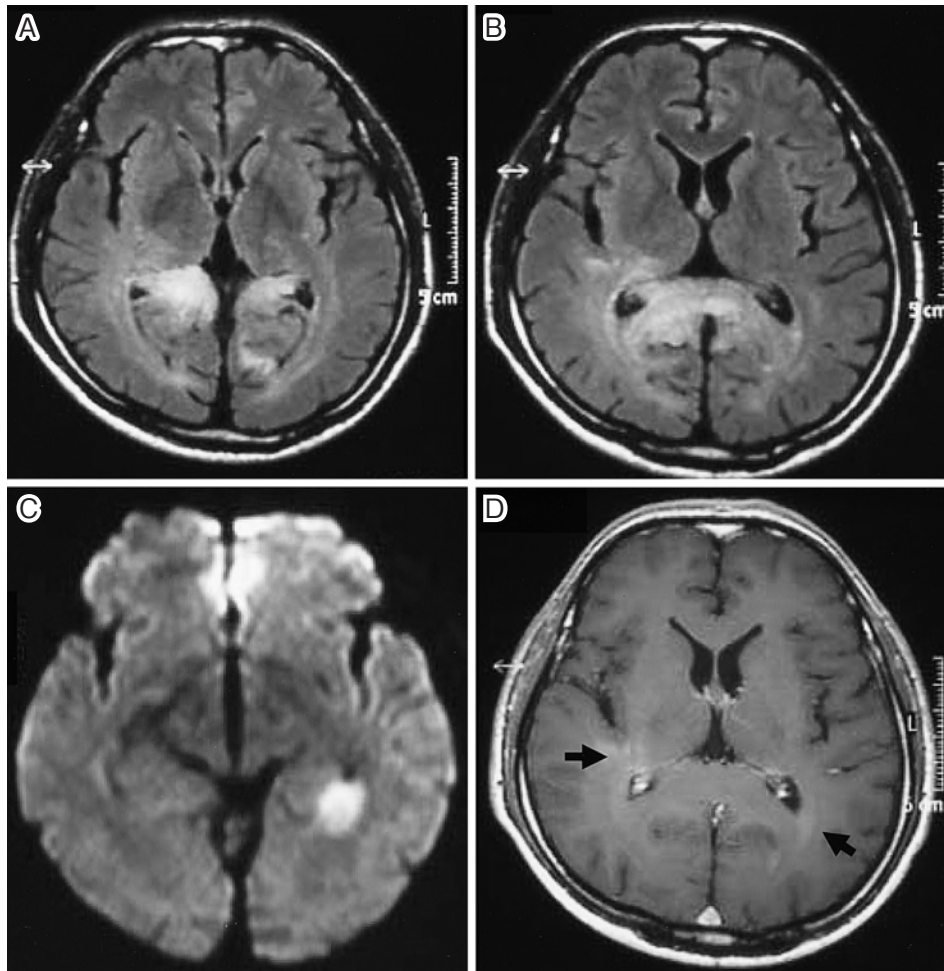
MRI study 3 months after the first attack
